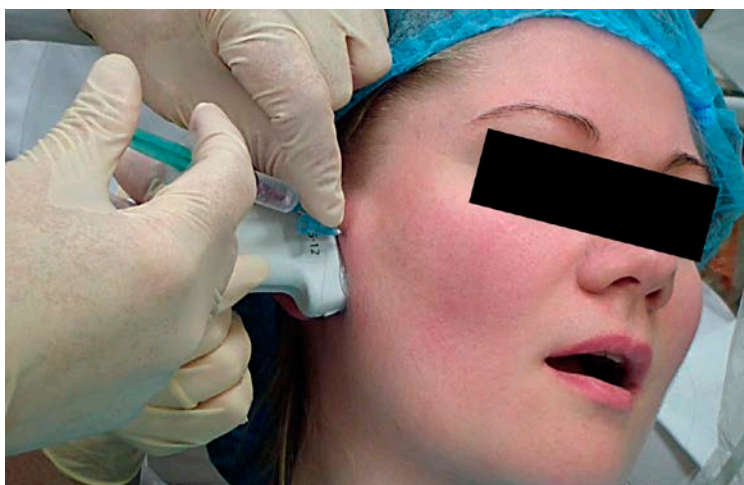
Проведение артроцентеза правого ВНЧС пациентки под контролем УЗИ
